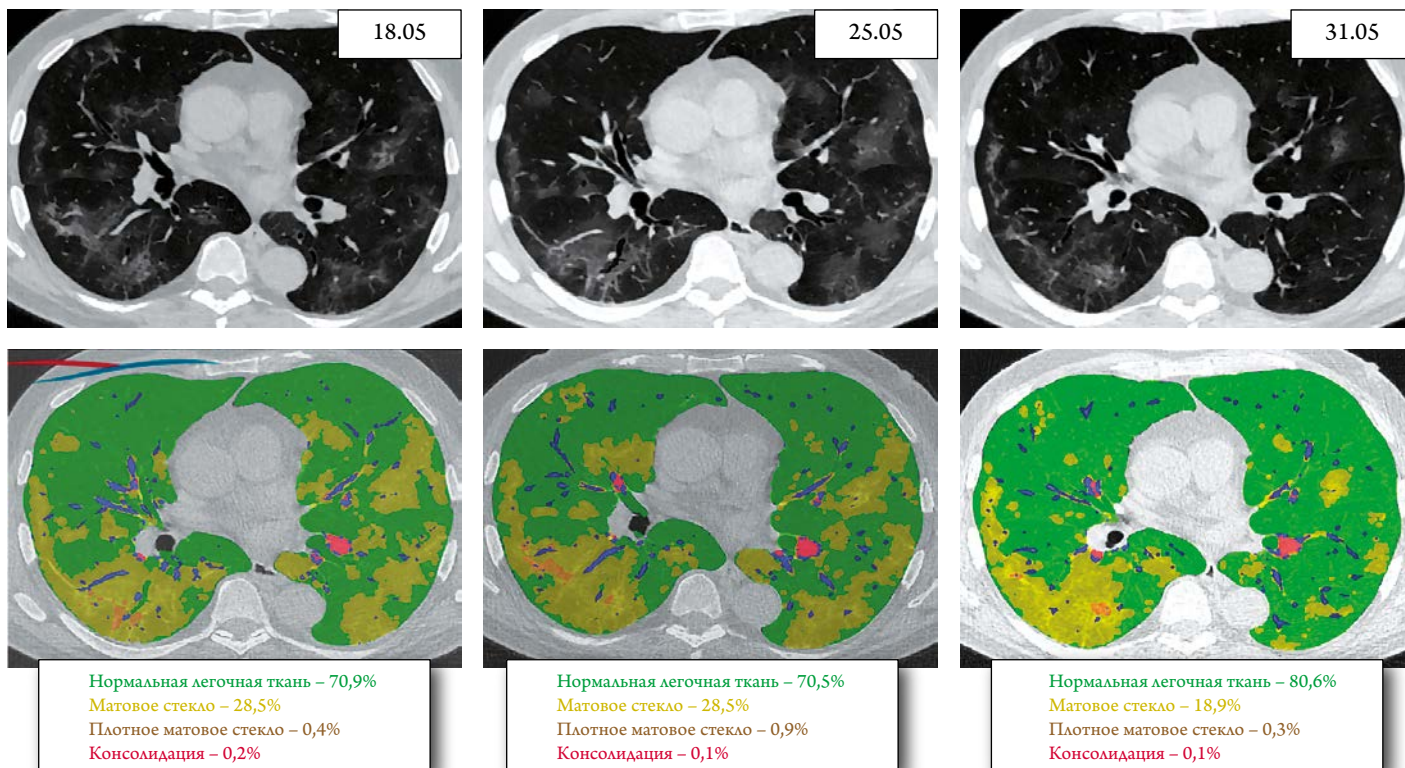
МСКТ легких больного И, 69 лет, с COVID-19 и двусторонней пневмонией (объяснение в тексте)
